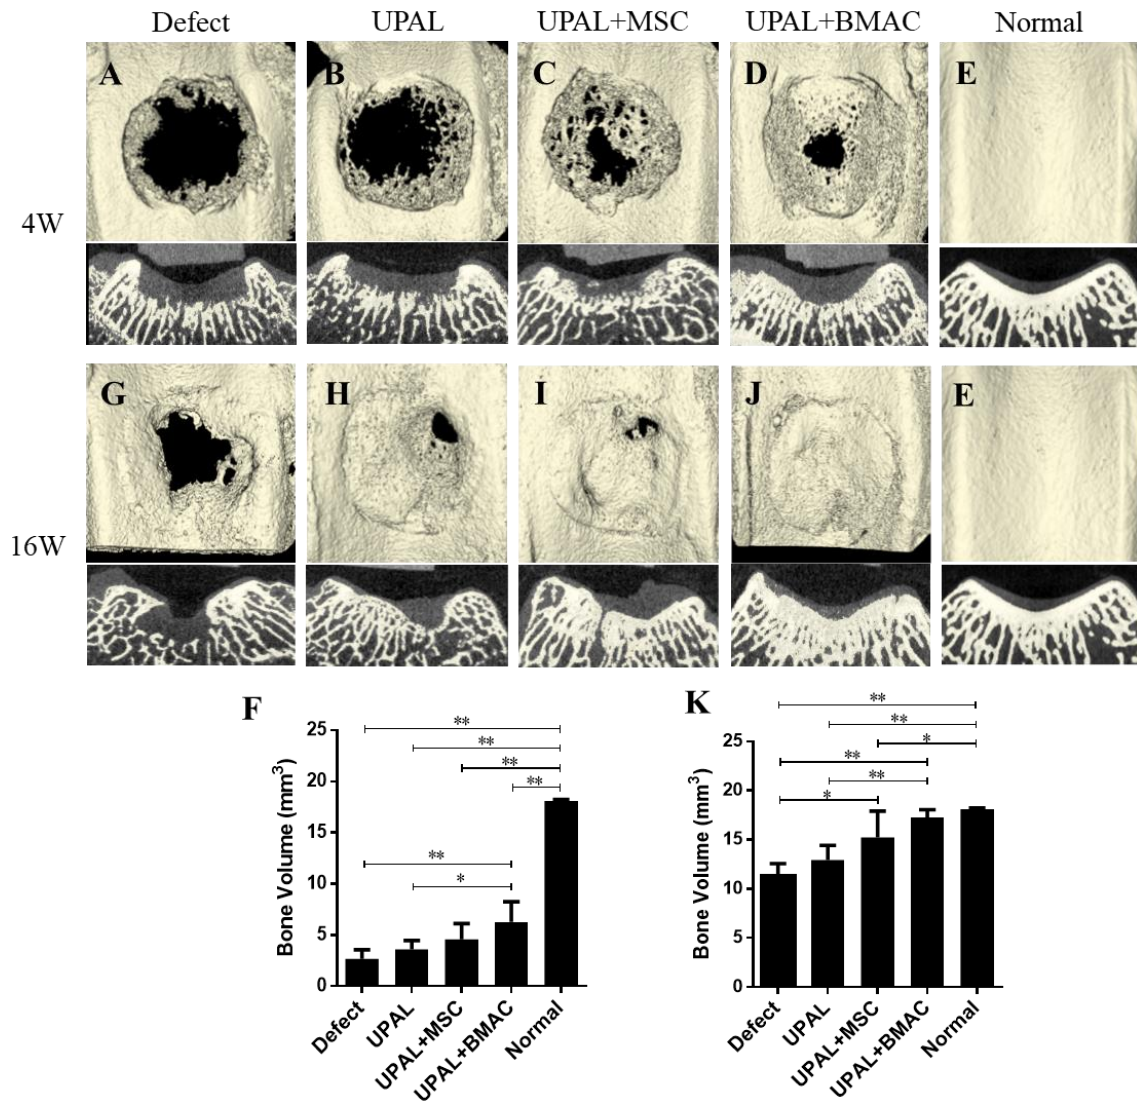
術後16週におけるmicro-CTを用いた軟骨下骨の修復量評価
